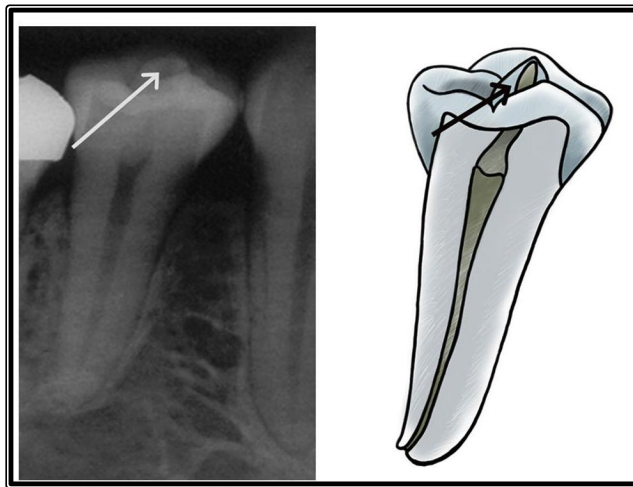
Radiografía de premolar con Dens evaginatus.³⁴
